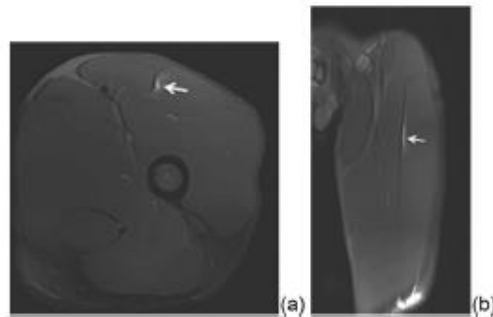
(Grade 1) Fat-suppressed T2-weighted axial (a) and coronal (b) image showing a minimal area of edema (arrows) involving the myotendinous junction with no gap.
